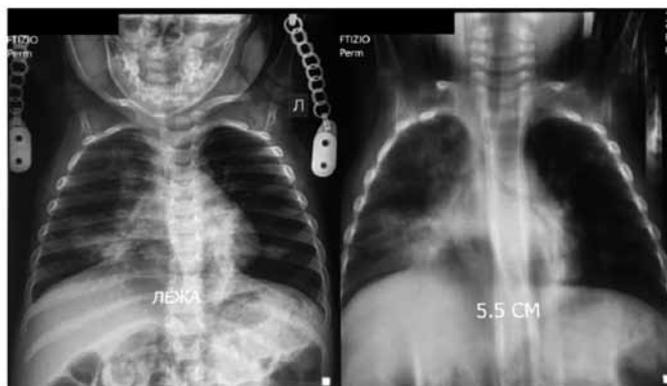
Рентгено-томографическое обследование легких в прямой проекции от 28.07.17: на фоне лечения отмечается нарастание инфильтративных изменений в легких.
